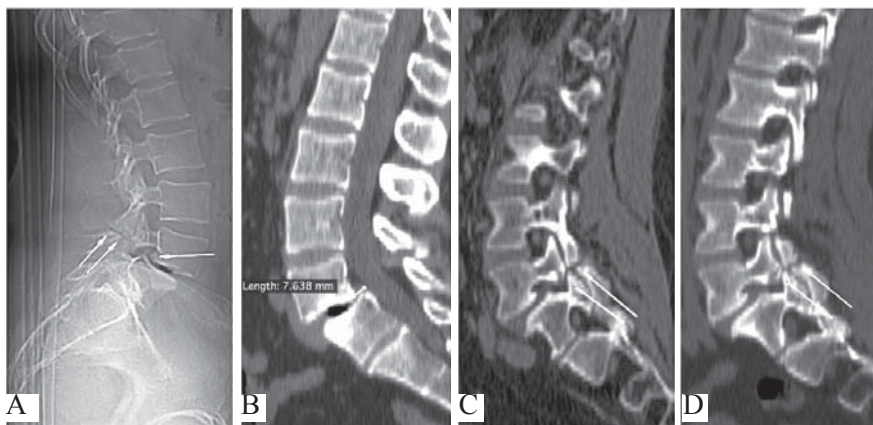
Examenul radiologic: A - radiografie laterală, regiunea lombară a coloanei vertebrale. Anterolisteză L4, sacralizarea L5. Computer Tomografie (B, C, D). B - spondiloliza completă pe dreapta (2 săgeți). C - anterolisteză 7,6 mm, modificări degenerativ-distrofice avansate a unității discovertebrale L4-L5 cu scleroza plăcilor subcondrale și vacuum-fenomen intervertebral, D - spondiloliză completă pe stânga (2 săgeți).
